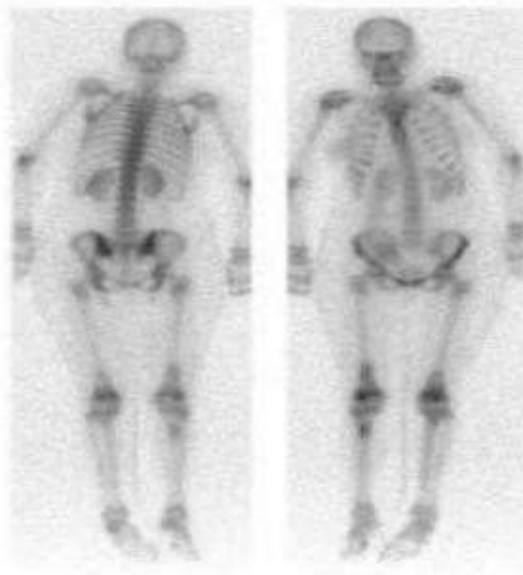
un balayage «corps entier» obtenu en déplaçant la gamma-caméra à vitesse constantedans le cas d'une scintigraphie osseuse
